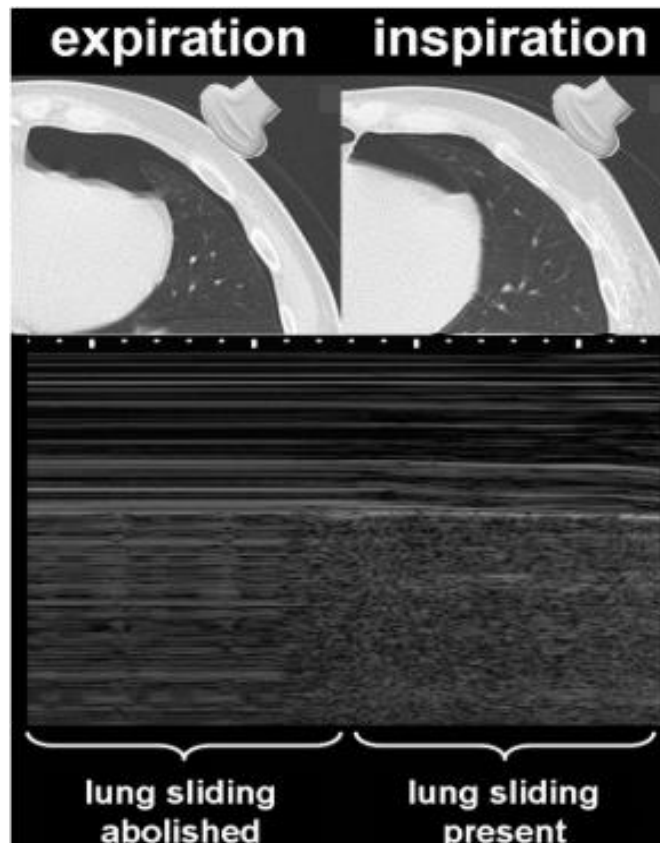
Lung Sliding in Ultrasound (50)
